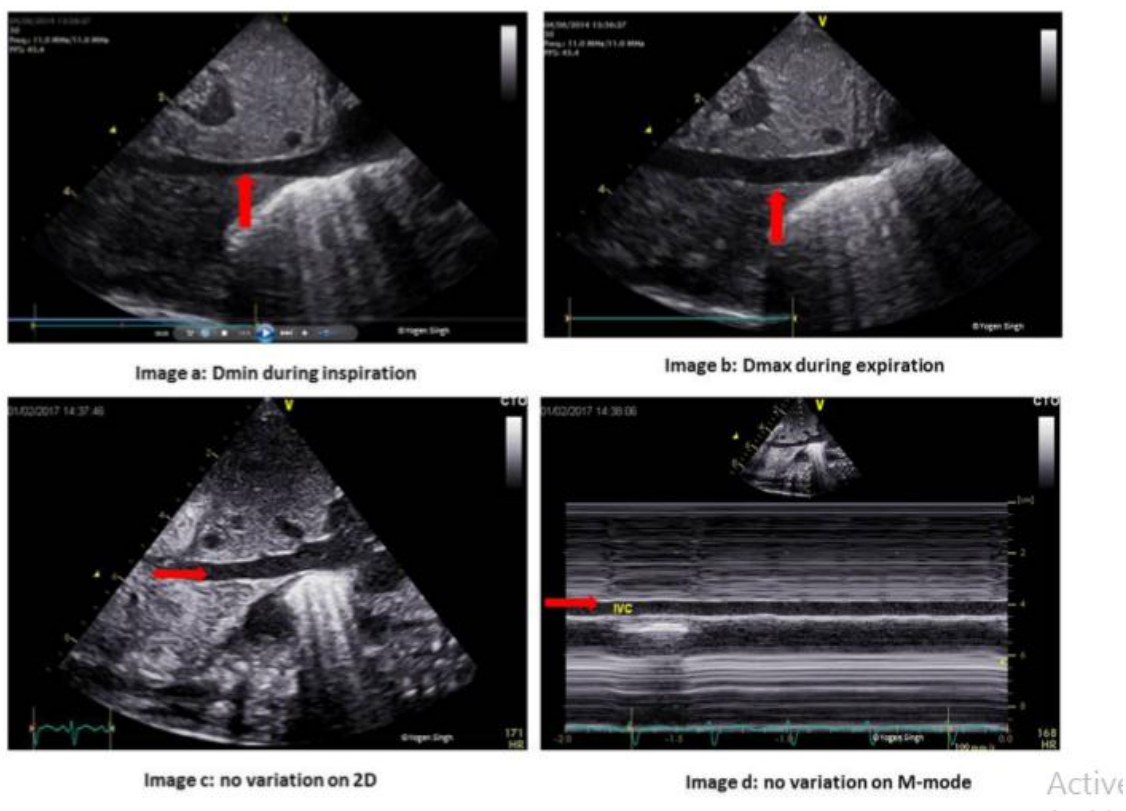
Méthode de mesure du diamètre de la veine cave inférieure par échocardiographie [166]
